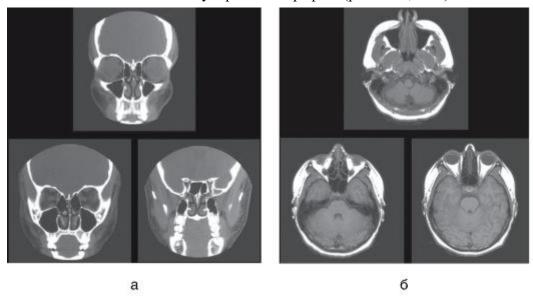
Компьютерная томограмма околоносовых пазух: а - коронарная проекция; б - аксиальная проекция
